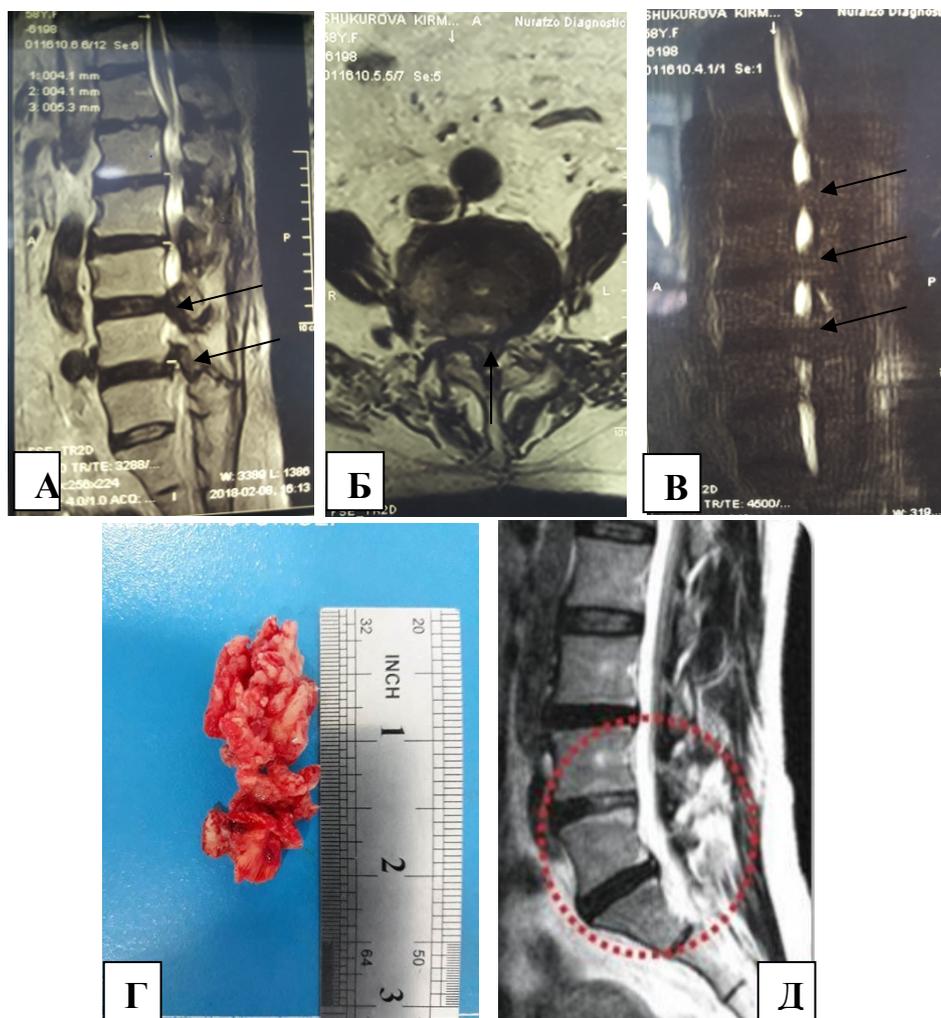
а,в – МРТ в сагиттальной проекции больного с остеохондрозом позвоночника, стеноз позвоночного канала с компрессией корешка спинного мозга на уровне L3-L4, L4-L5; б – МРТ в аксиальной проекции (блок позвоночного канала указано стрелками); г – фрагмент удаленной большой грыжи; д - контрольная МРТ после операции.
